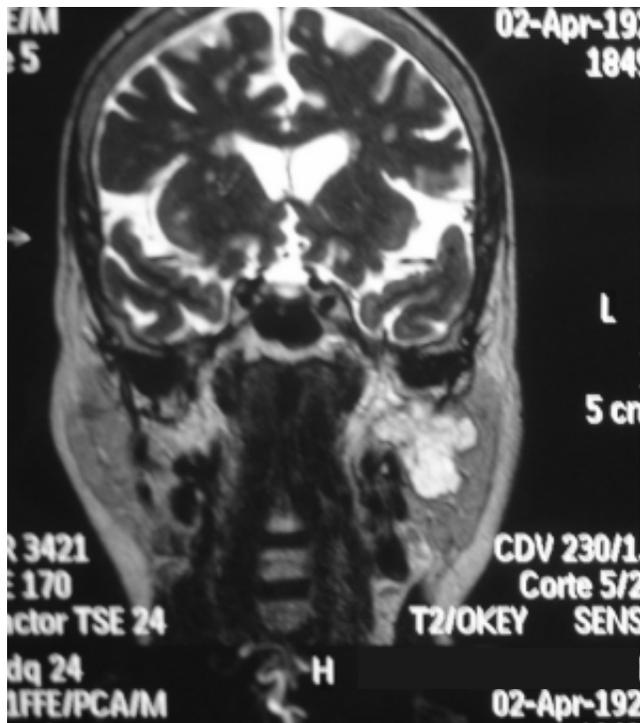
Resonancia donde se aprecia masa en parótida izquierda.
